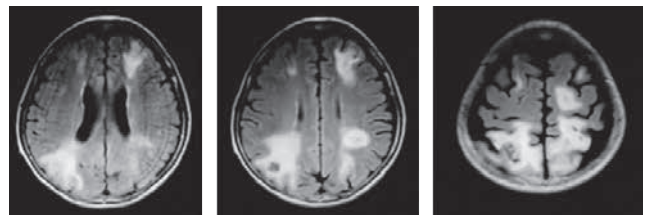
MRI画像：両側後頭葉・頭頂葉・前頭葉出血性梗塞
